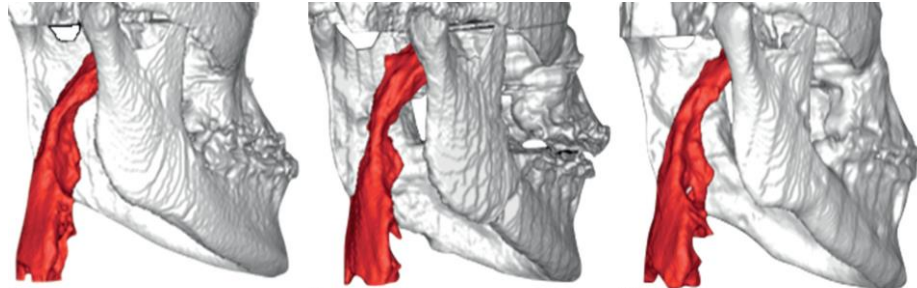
Valoración de la vía aérea a través de la tomografía computarizada.
